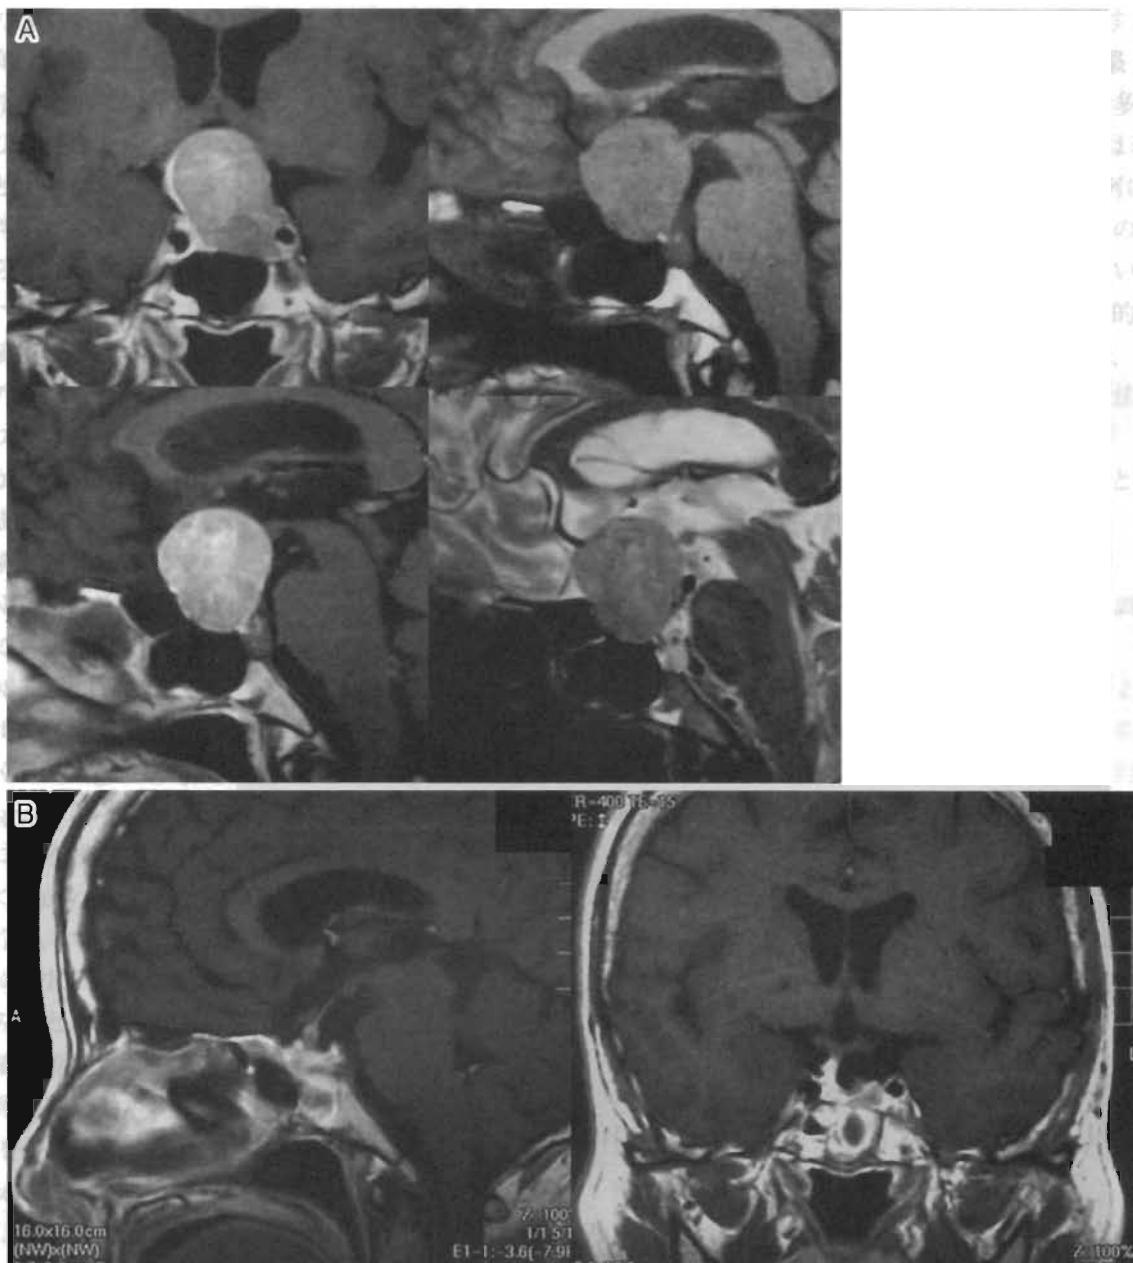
視力・視野障害を伴った巨大下垂体腺腫のMRI像
